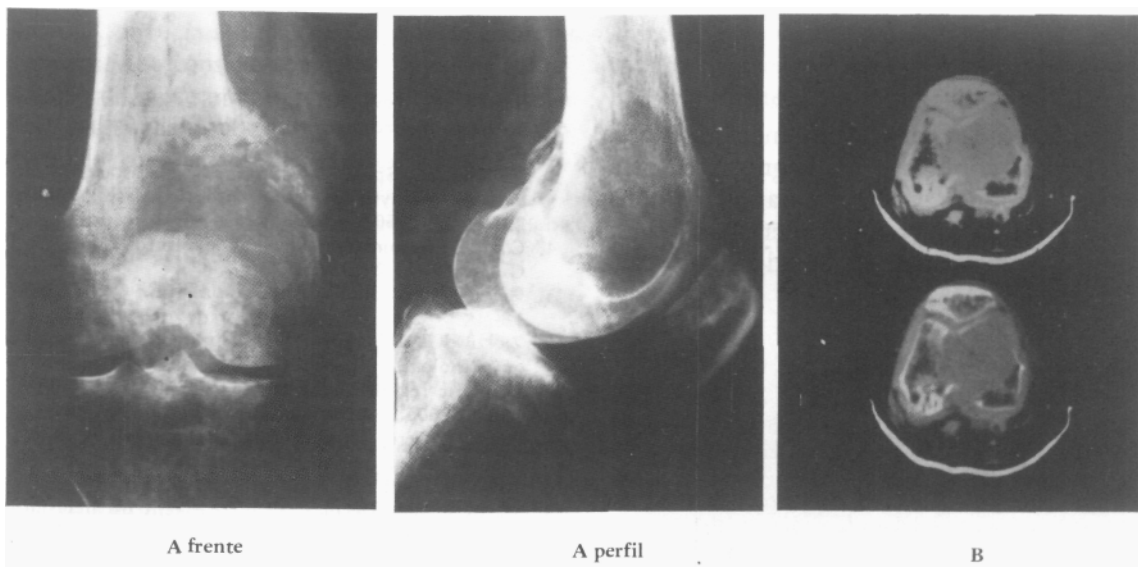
A) Radiografía frente y perfil de una lesión correspondiente a metástasis de carcinoma renal. B) El estudio mediante TC con y sin contraste permite evaluar compromiso intra y extraóseo, así como posible compromiso de vasos mayores.
